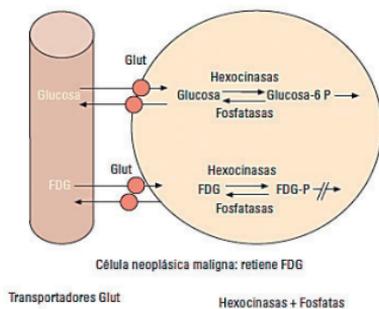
Cinética celular de la  $^{18}\text{F}$ -2-deoxi-D-glucosa ( $^{18}\text{F}$ FDG)
